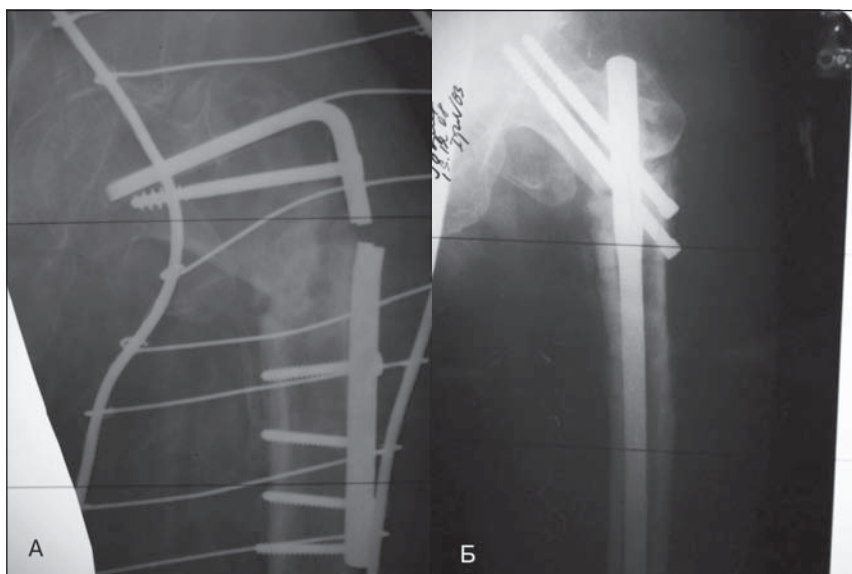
Фотовідбитки з рентгенограм хворого Б., 45 років: А — неадекватний металоостеосинтез пластиною при первинній операції; Б — після металоостеосинтезу БІОС
